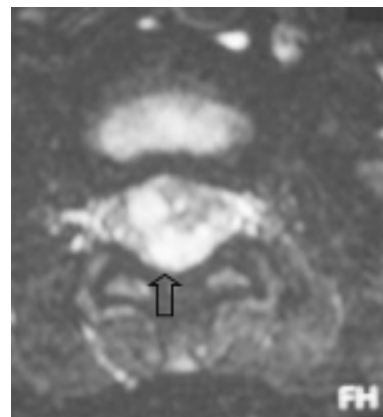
IRM axial que muestra masa intrarraquídea que desplaza a la médula espinal.
